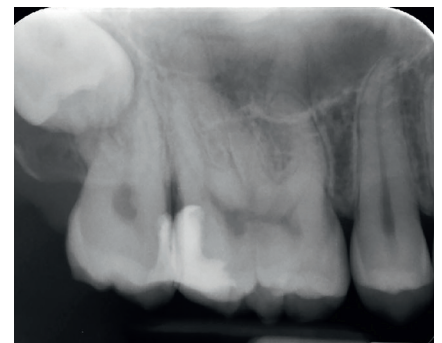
Radiographie d'évaluation.
